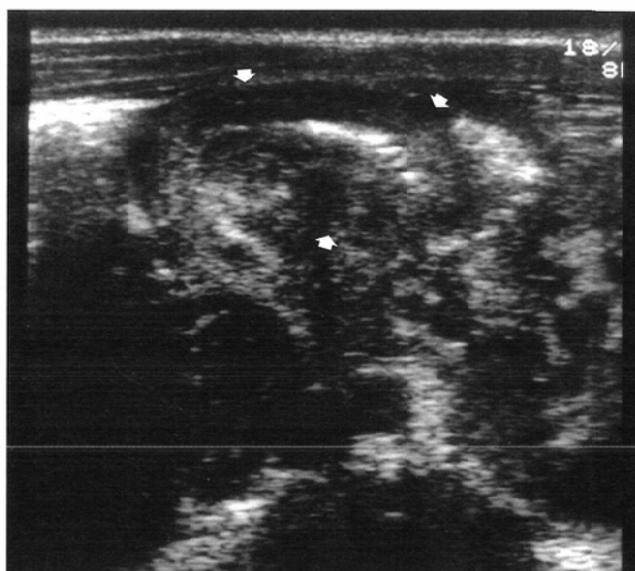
Meckel's diverticulitis. This 4-year-old boy presented with right lower abdominal pain. Transverse sonogram of the right lower abdomen shows a blind-ending structure with pedunculated appearance (arrows). Subsequent surgery confirmed the diagnosis of Meckel's diverticulitis.
